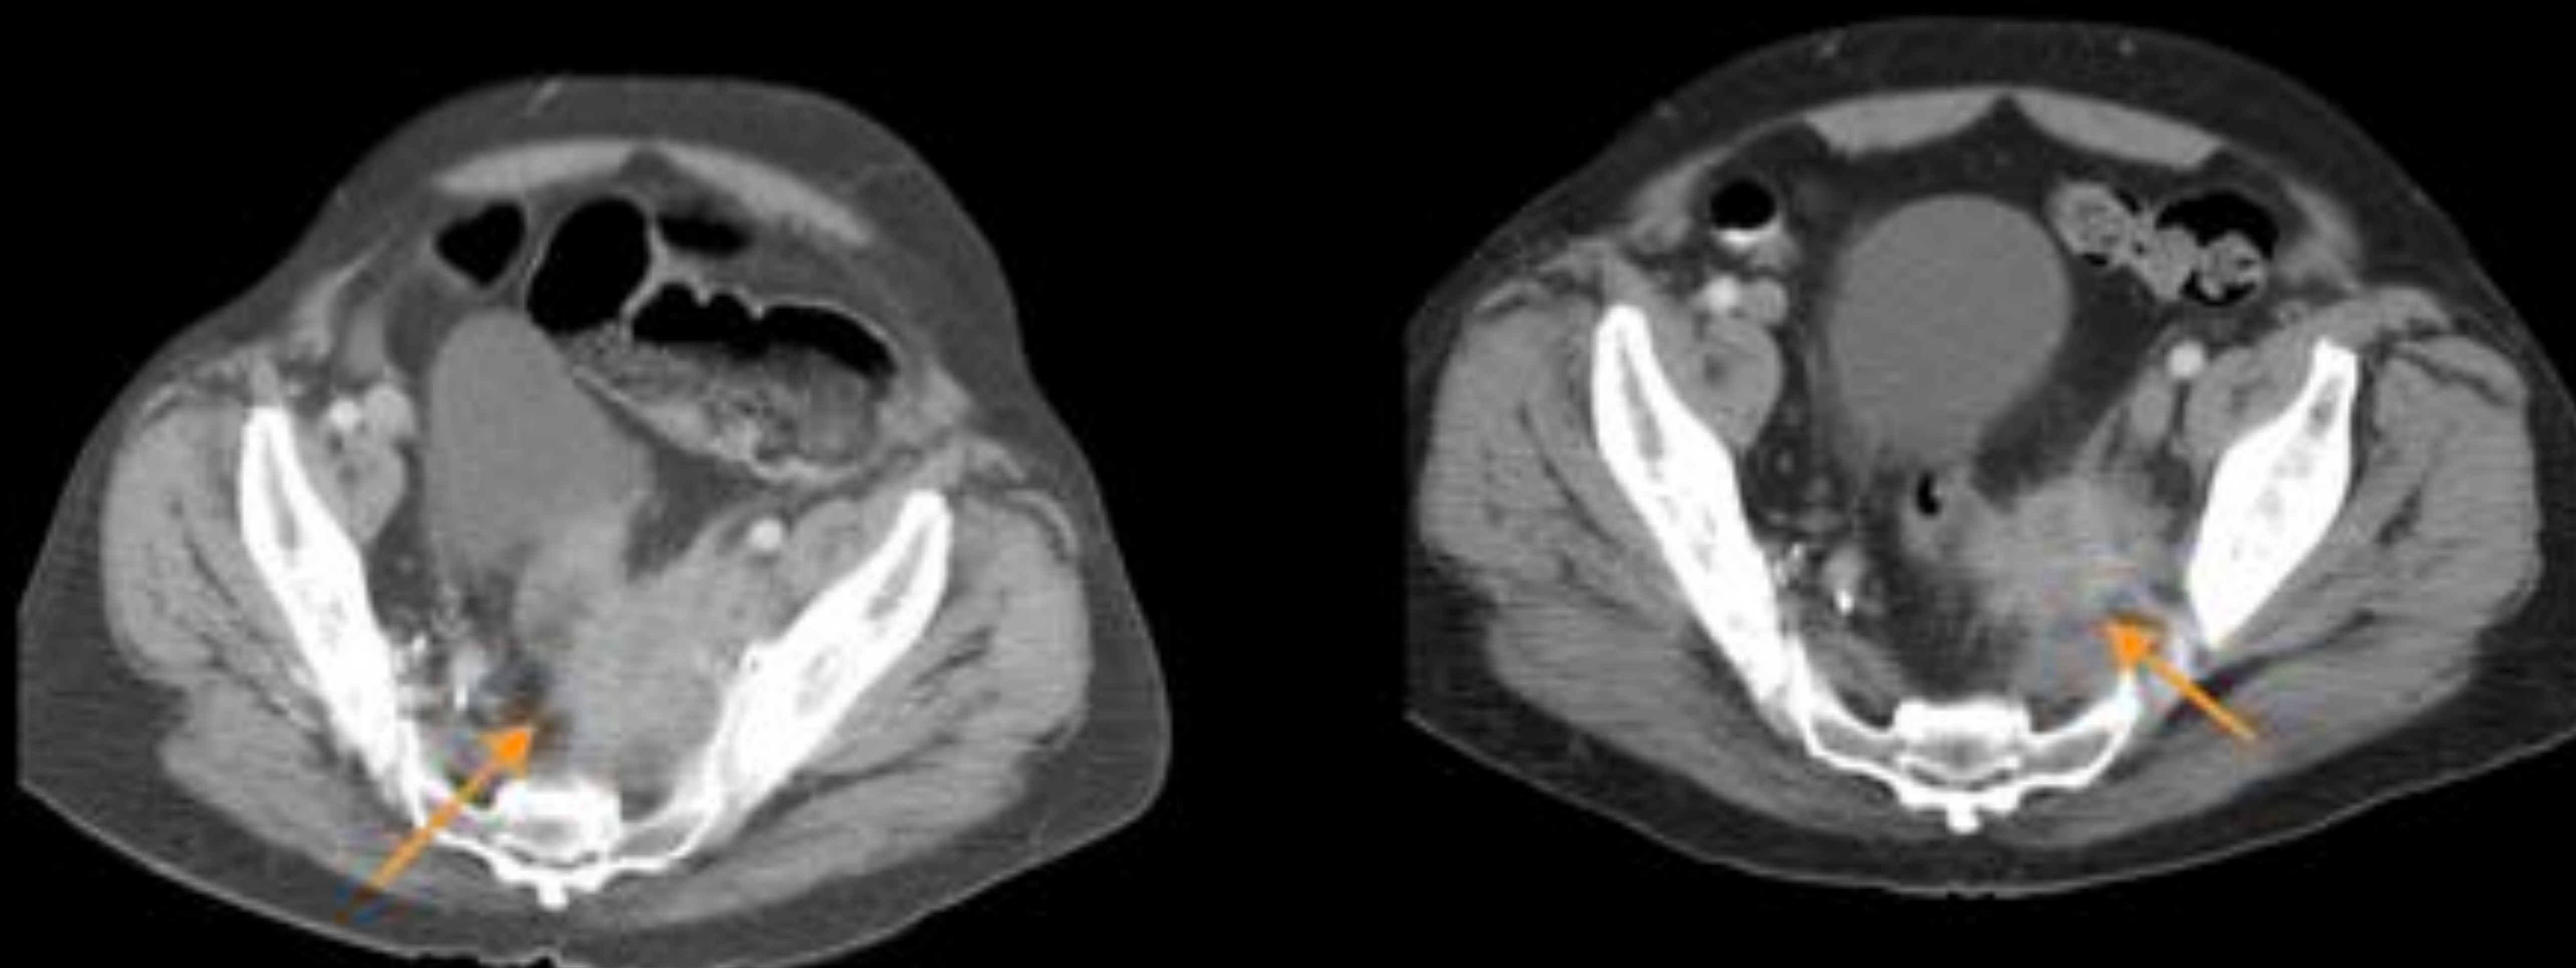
Varón de 80 años con estreñimiento de 5 días de evolución y vómitos asociados. Se realiza TC abdomino-pélvico con contraste objetivando marcada dilatación de asas de intestino delgado y de colon que alcanza un diámetro de hasta 8 cm, hasta la unión recto-sigma, donde se visualiza una masa retroperitoneal (flechas naranjas) que infiltra la pared postero-lateral izquierda de la vejiga y el margen izquierdo del sigma. Compromete además el ureter izquierdo y los vasos ilíacos profundos izquierdos, sobre todo a la vena ilíaca.
